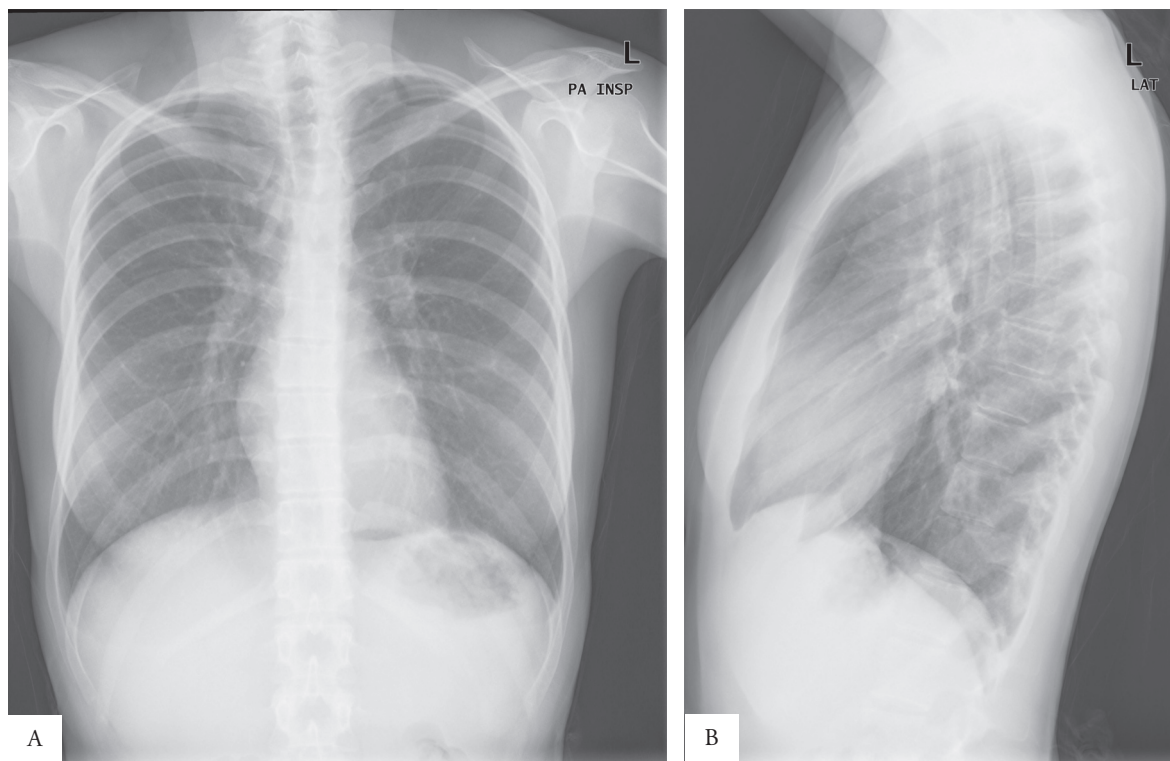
(A e B) – Radiografia do tórax (PA e perfil esquerdo) de aspecto normal
